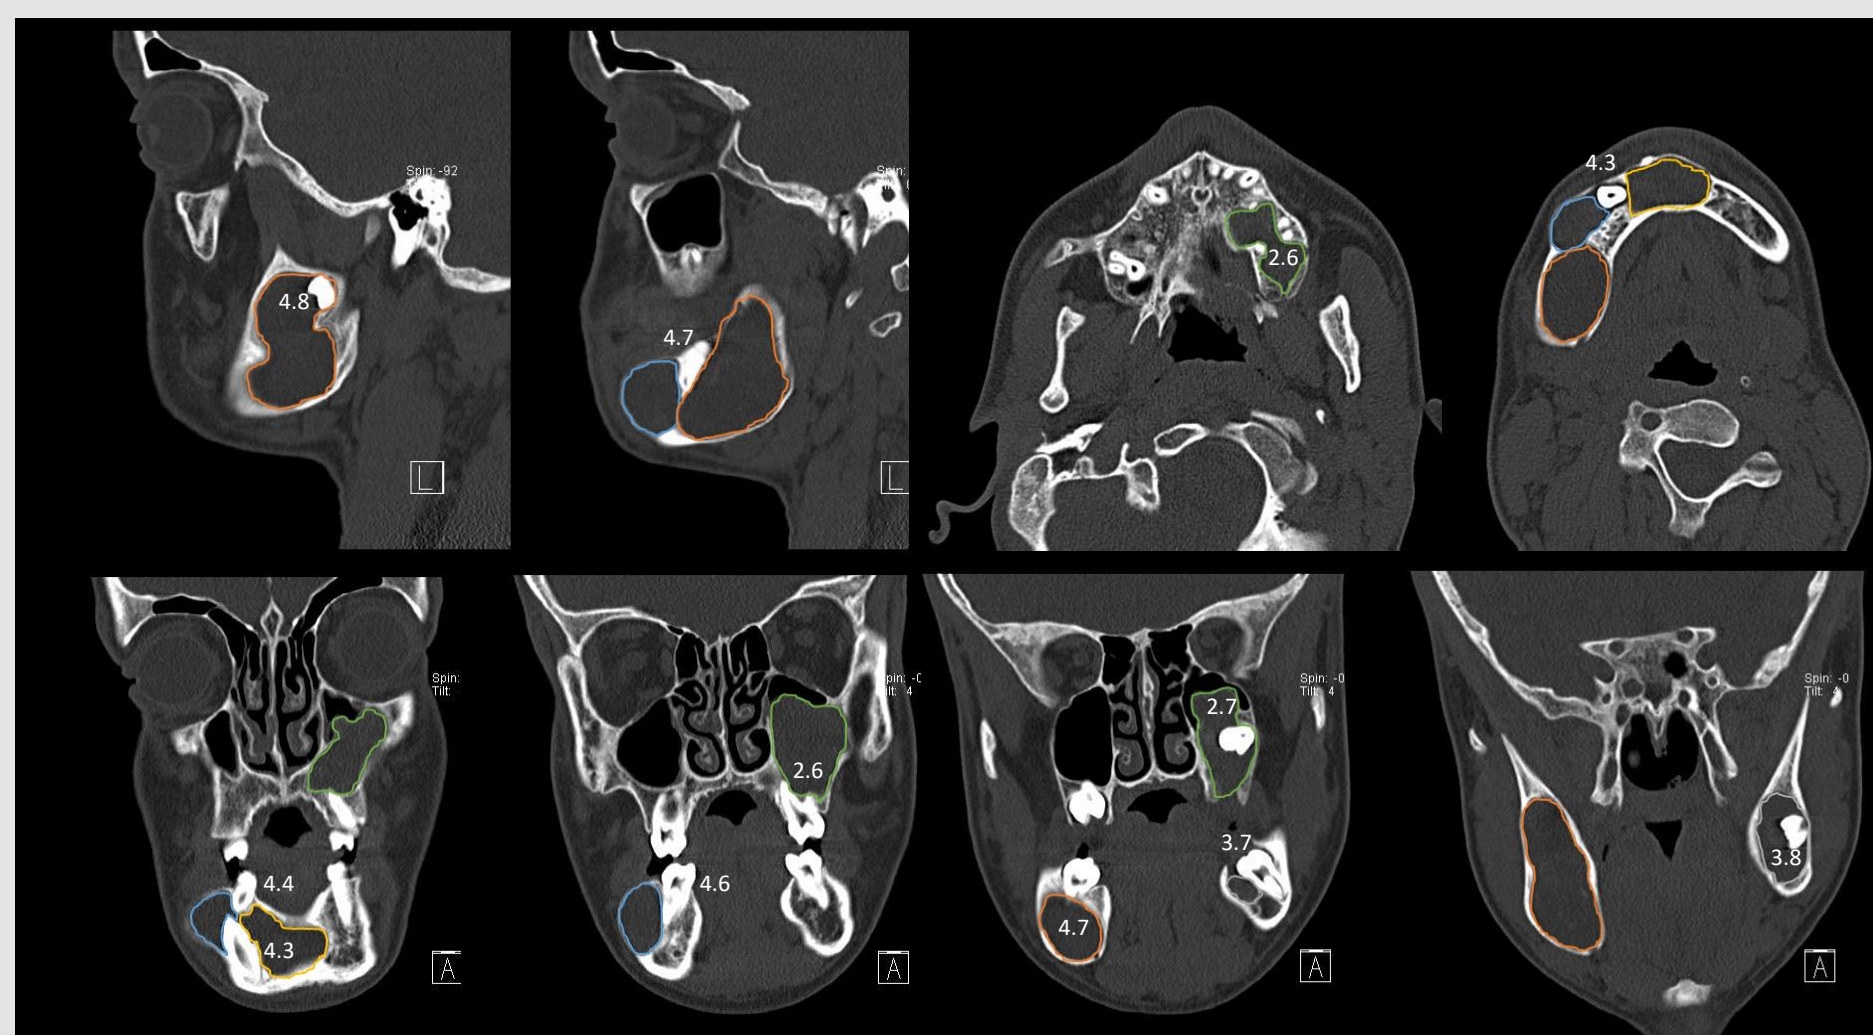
a 14 - TC da face, cortes sagitais, axiais e coronais: lesão do 2º Q com “empurramento” do seio maxilar e 2.7, em posição alta; lesões localmente invasivas, com perda óssea e risco de compromisso de estruturas importantes.
